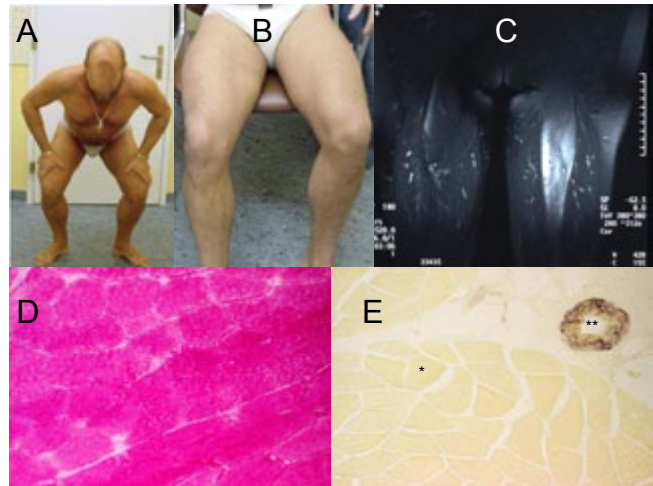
Patient 1, présentant un signe de Gowers (A); myo-œdème après 2 relevers (B); l'IRM des cuisses en pondération T2 avec suppression de graisse démontrant une charge anormale en eau du muscle rectus fémoris gauche (C). La biopsie musculaire montre des accumulations de matériel PAS (periodic acid Schiff coloration) (D), ce matériel disparaît après traitement par l'amylase. Les réactions histochimiques de la phosphorylase musculaire sont négatives dans les fibres musculaires (\*) mais sont positives dans les parois vasculaires (\*\*). Maladie de McArdle (glycogénose de type 5) confirmée.
